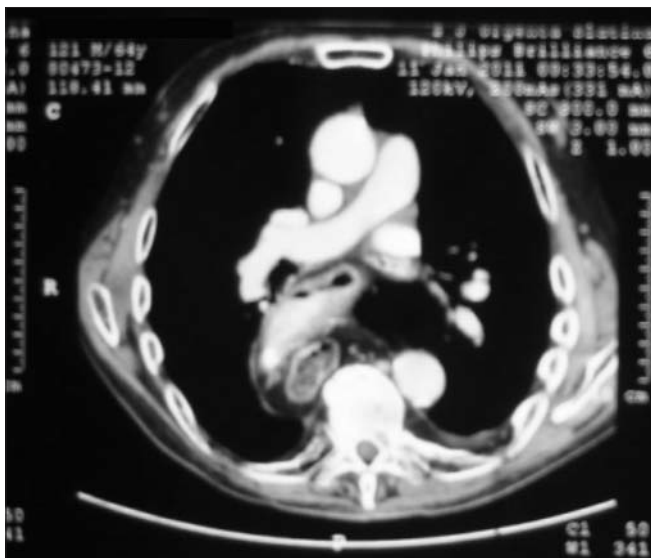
CT cu imagine de stomac intratoracic
